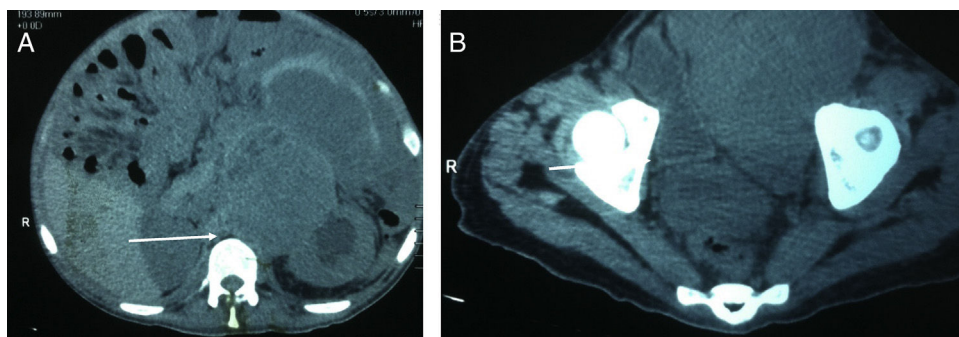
Tomografía axial computada abdominopélvica A) Conglomerado ganglionar paraaórtico que desplaza estructuras vasculares y condiciona ectasia pielocalicial izquierda. B) Actividad tumoral ganglionar de la arteria ilíaca común e ilíaca interna izquierda que condiciona desplazamiento de la vejiga.
